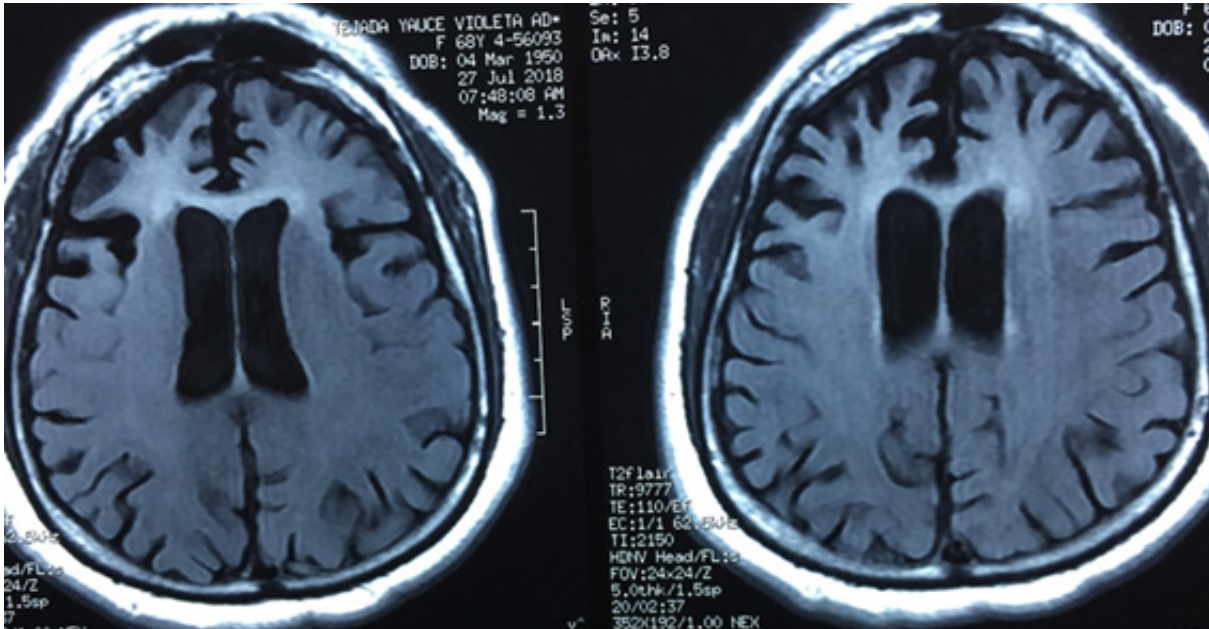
Resonancia magnética nuclear, corte encéfalo sagital-T1: Moderada a severa atrofia cortical frontal comparada con lóbulos posteriores.
